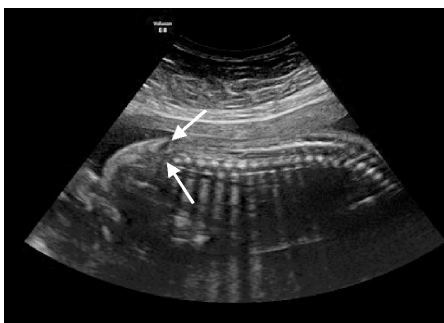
超声示胎儿脊柱缩短,骶骨未见确切显示(箭头示)
